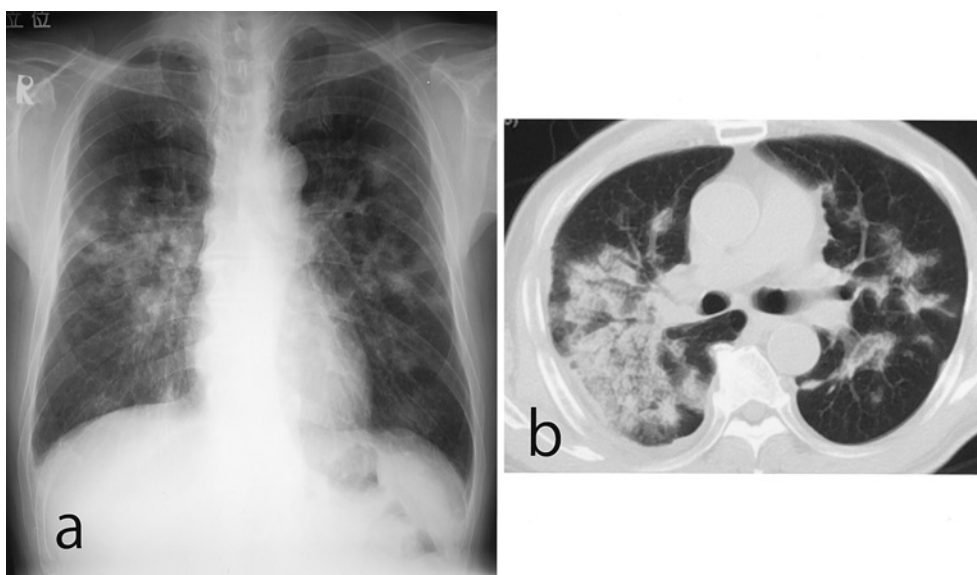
Chest X-ray film on admission (a) shows infiltration in both lung fields. Chest CT scan on admission (b) shows infiltration and multiple nodules in both lung fields.
